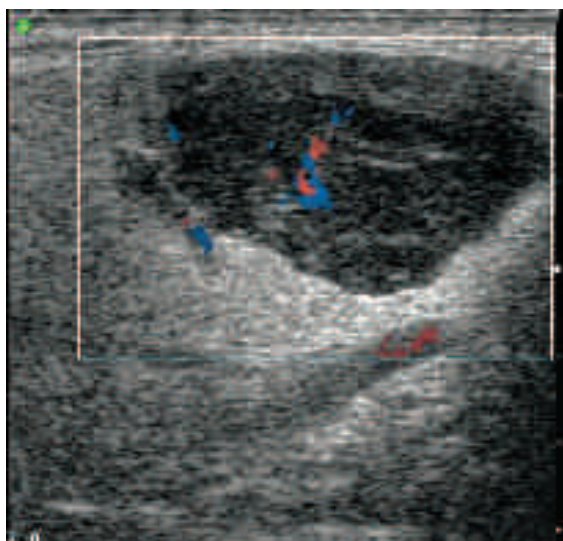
Adenoma di Warthin. Nel parenchima parotideo si evidenzia una formazione nodulare ben delimitata ad ecostruttura mista. L'esame power-Doppler mostra segnali vascolari nelle zone più ecogene del nodulo, mentre non si rilevano segni di vascolarizzazione perilesionale.
